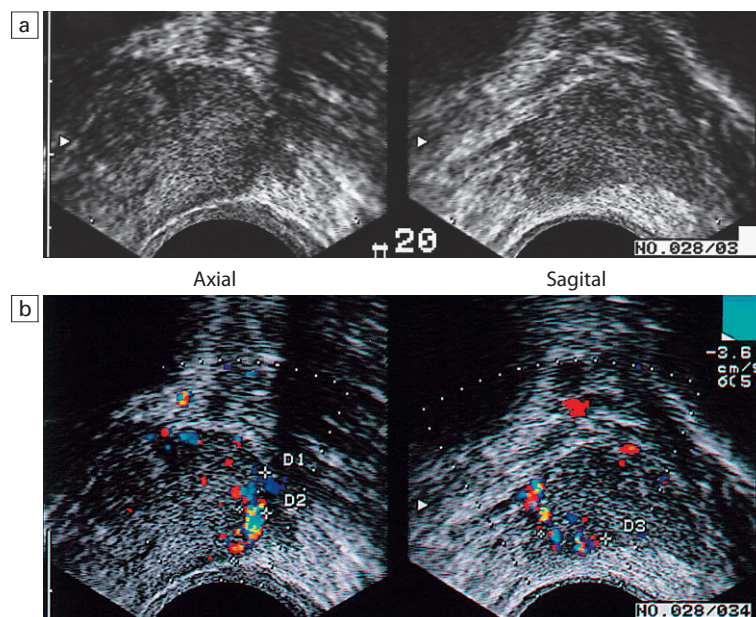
Cáncer de próstata de la zona periférica. a) Imágenes axial y sagital en escala de grises que demuestran un área hipoecogénica sutil en el haz neurovascular izquierdo (flechas). La biopsia de esta zona fue positiva para adenocarcinoma, con una puntuación de 6 en la escala de Gleason. b) Las imágenes axial y sagital de Doppler color de las zonas correspondientes demuestran un incremento del flujo color en las áreas afectadas por el tumor.
